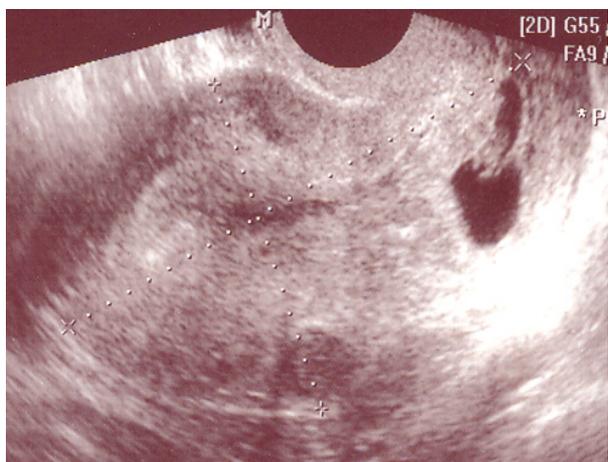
Transvaginal sonogram shows empty uterine cavity with gestational sac in the cervix.
